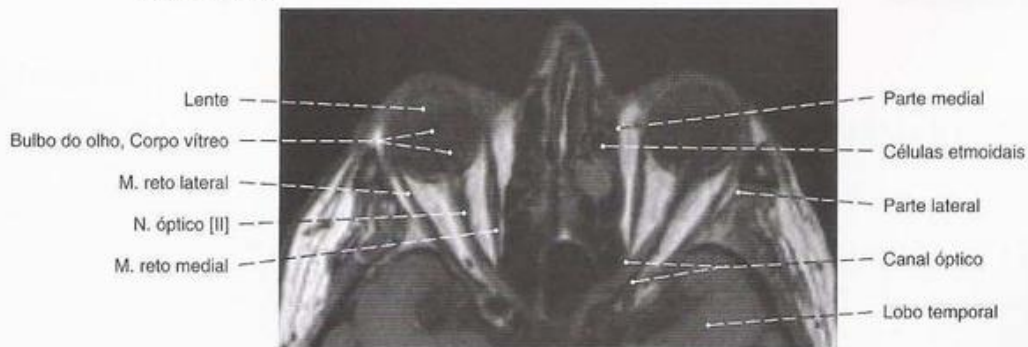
Bulbo do olho, e músculos extrínsecos do bulbo do olho; IRM (T₁ pesado) em corte transversal ao nível do nervo óptico; vista superior.
